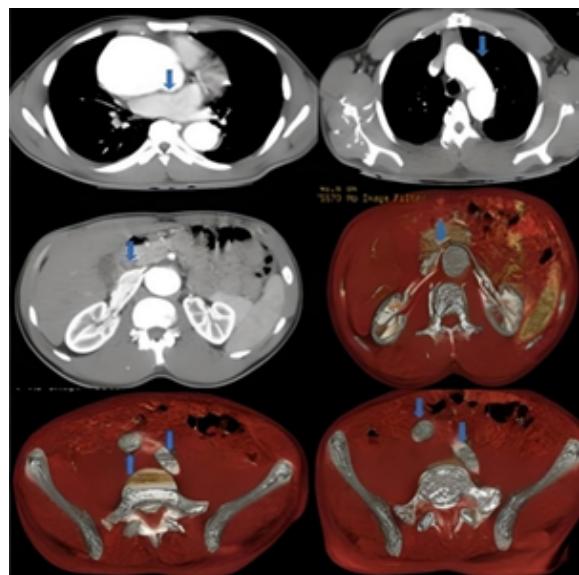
Angiotomografía computarizada tórax y abdomen con reconstrucción tridimensional: Diámetro aorta abdominal 39x40 mm a nivel suprarrenal, diámetro de la aorta infrarrenal de 33x32 mm. La arteria primitiva derecha alcanza un diámetro axial de 18x18 mm, diámetro de arteria ilíaca primitiva izquierda axial de 11 x 14 mm. Compatibles con dilatación aneurismática de la aorta suprarrenal y ectasia de aorta infrarrenal hasta arterias iliácas primitivas
